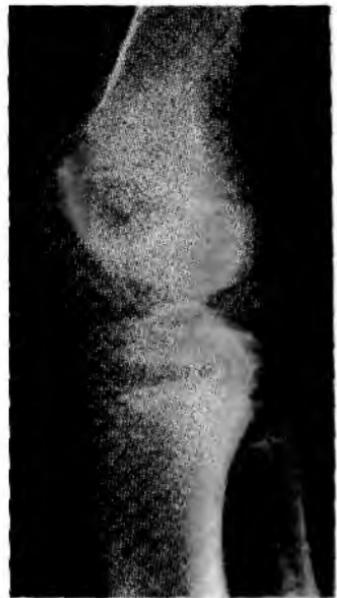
Рентгенограмма коленного сустава 10-летнего ребенка (первые 2 снимка — вид спереди, последний — сбоку).
